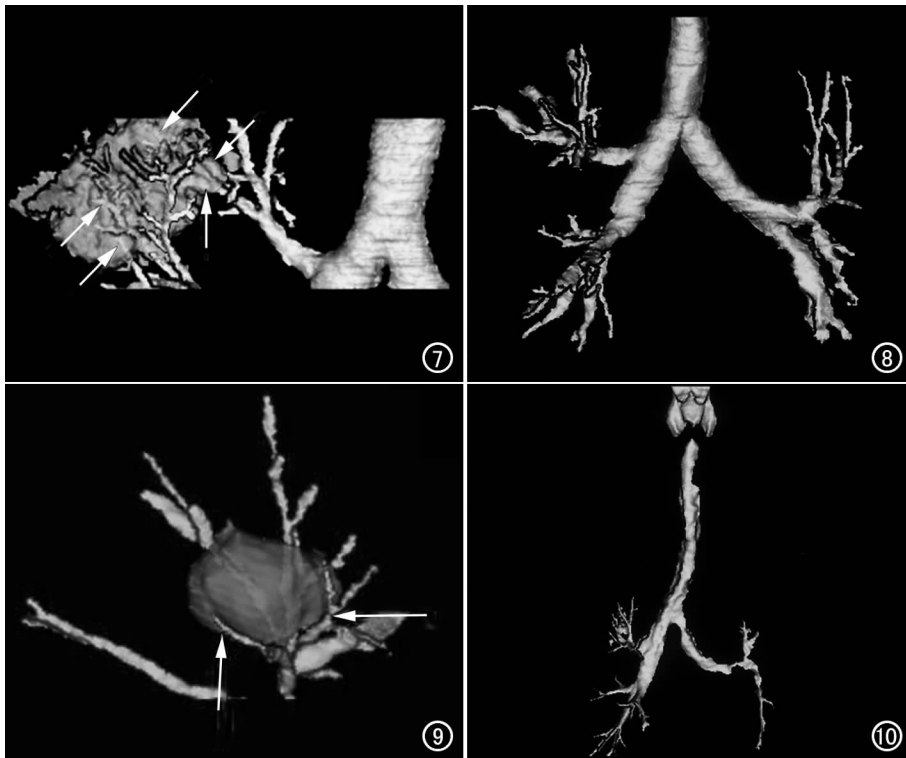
周围型肺癌,CT SSD 显示右上叶异常起源的尖段和后段支气管及其 5~7 级分支(箭)在肿块内扩张良好。图 8 支气管扩张,CT SSD 显示右上叶后段、左下叶及其分支段支气管呈杵状扩张。图 9 左上叶后段肺囊肿,CT SSD 示紧邻肿块边缘的支气管呈抱球状抱握肿块,支气管偏侧光滑弧形狭窄(箭)。图 10 气管淀粉样变,CT SSD 示气管、支气管形态极度不规则,气管、支气管多处、多级轻、中和重度狭窄,部分叶段分支中断。
